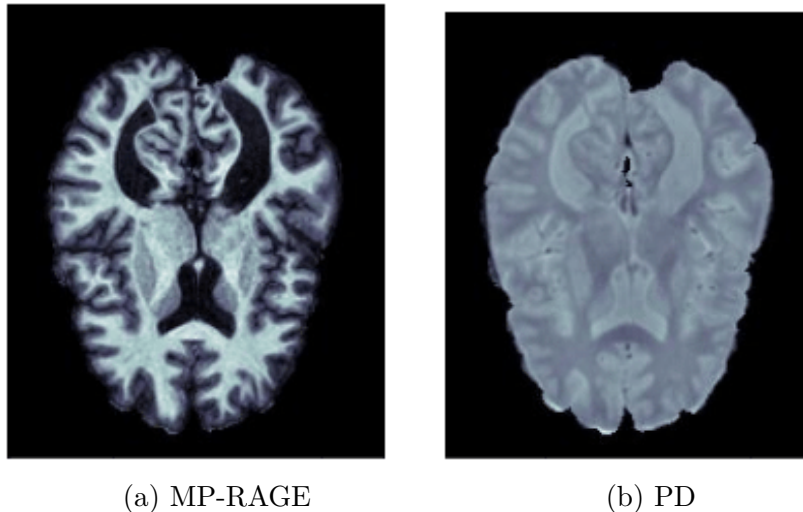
Exemplos das sequências de ressonância magnética MP-RAGE e PD, respectivamente [1].
